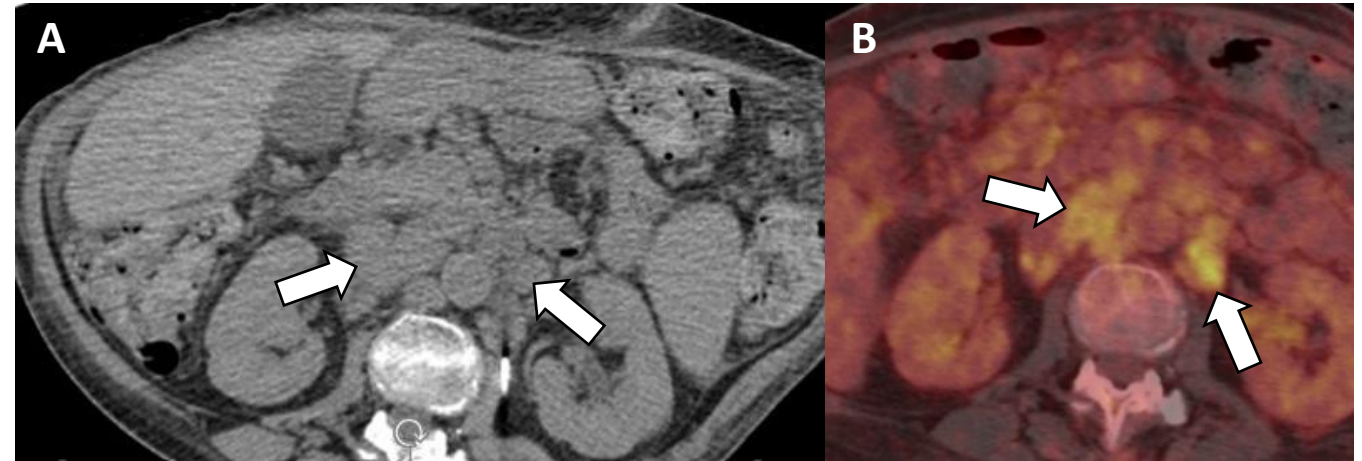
(A) TC sin contraste axial evidencia múltiples adenopatías retroperitoneales y en raíz de mesenterio (*flecha blanca*), hipermetabólicas en (B) PET/TC, en relación con enfermedad de Castleman diagnosticada por anatomía patológica.
